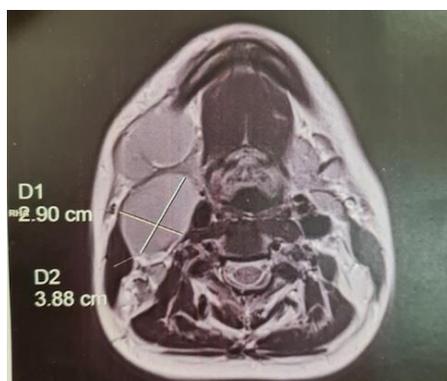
IRM cervico-faciale : coupe axiale cervicale montrant une adénopathie du secteur 2 de 29 x 38,8 mm
